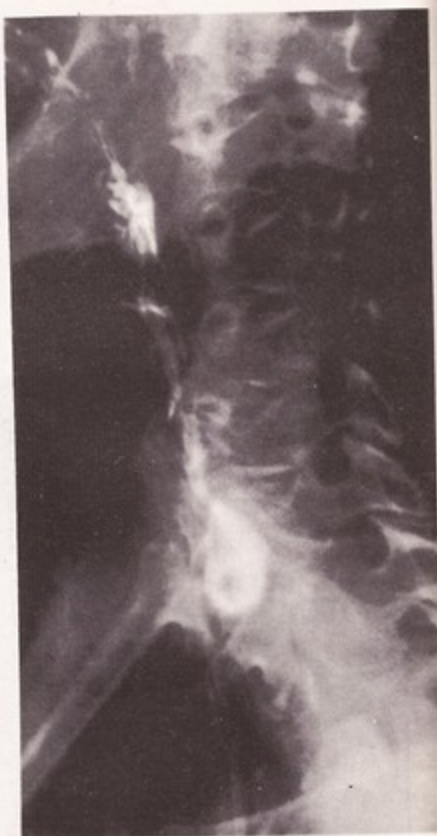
Radiografía de perfil del esófago cervical. Nótese un divertículo en la parte media (grabado del doctor J. Berard).
